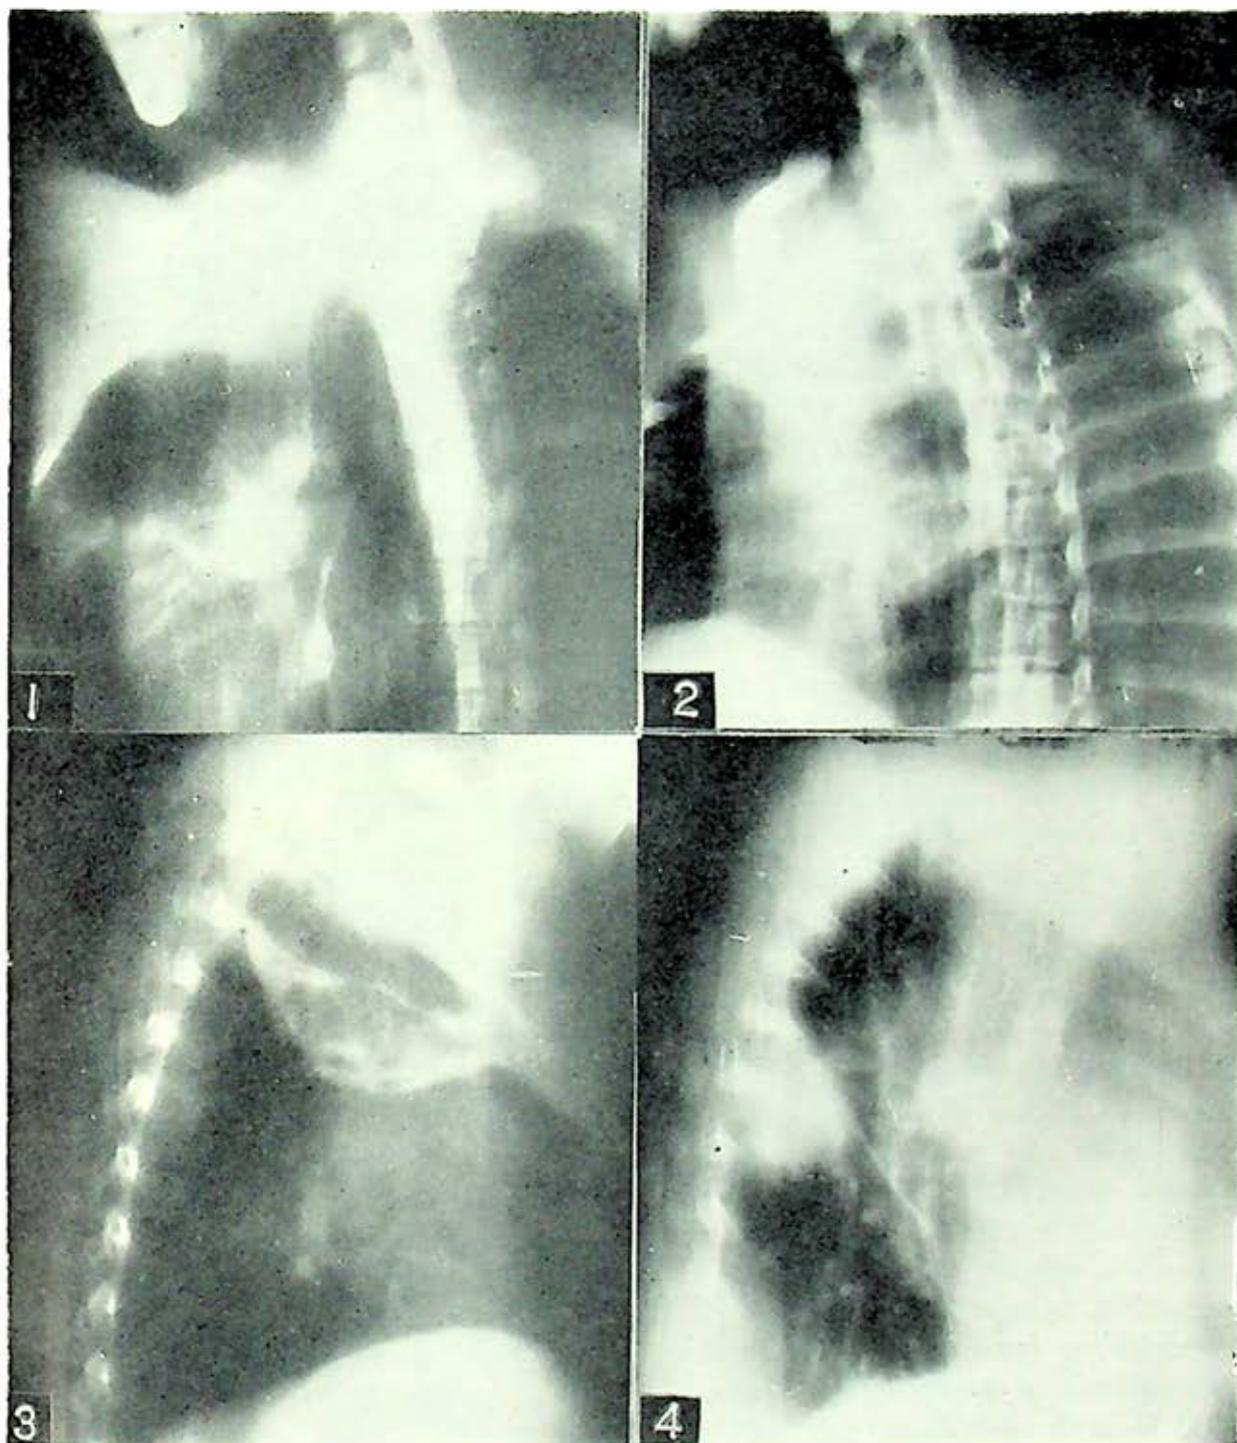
Tomografía O.D.P. Nódulo pulmonar en L.I.D. y ganglios mediastinales aumentados de tamaño.
